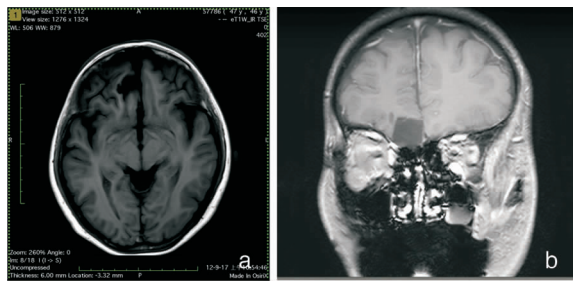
术后3个月MRI示脑组织未完全回位,脑组织受压缓解 a:水平位;b:冠状位
